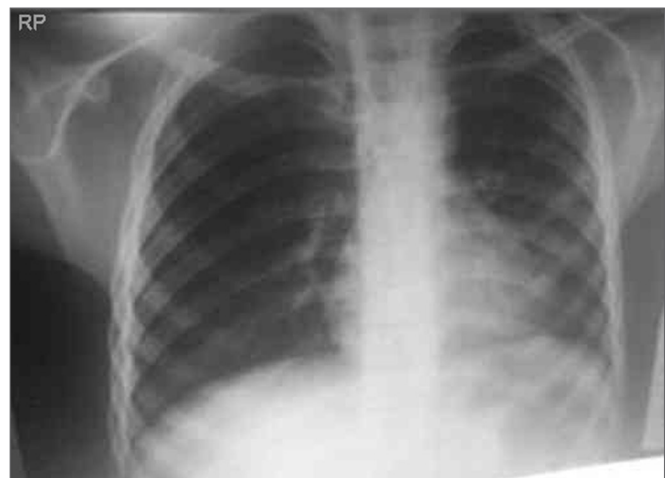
Radiografía de Tórax en PA. Pulmón izquierdo con infiltrado neumónico paracardíaco. Pulmón derecho sin alteraciones.
